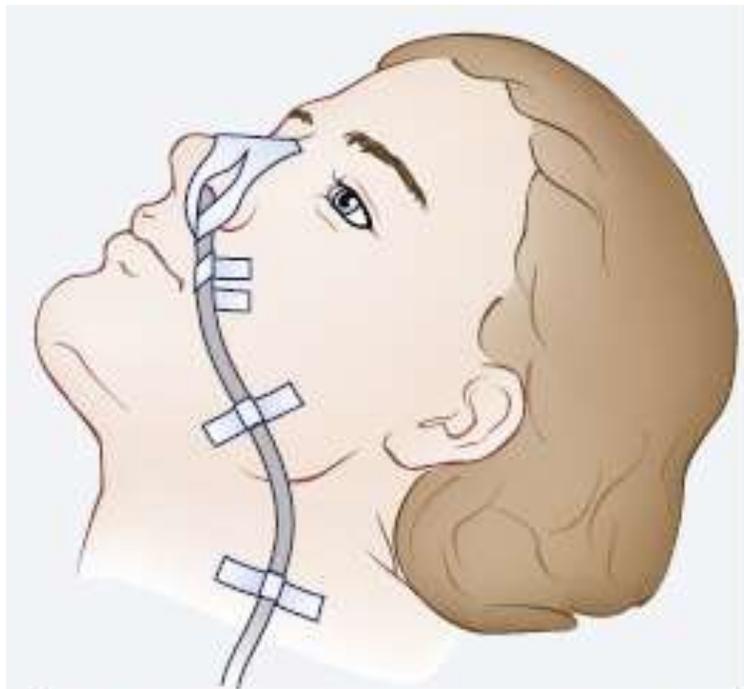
Proper taping technique. (Modified from Rosen P, Bankin RM, Sternback GL. *Essentials of Emergency Medicine*. St. Louis: Mosby; 1991, p 615.)
